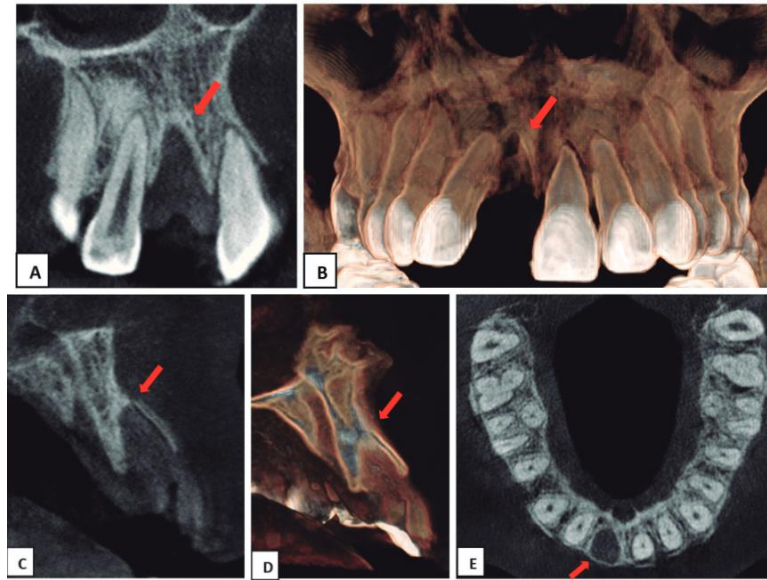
Tomografía de avulsión dentaria. A. Vista tangencial. B Vista renderizada. C Vista transversal. D Vista Transversal. E Vista axial.
